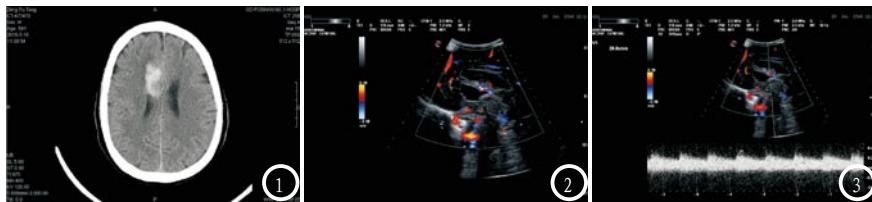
为术前右侧额叶、胼胝体膝部及体部区域血管畸形CT图像；图2 为右侧额叶、胼胝体膝部及体部区域血管畸形超声二维图像；图3 为右侧额叶、胼胝体膝部及体部区域血管畸形超声频谱。
